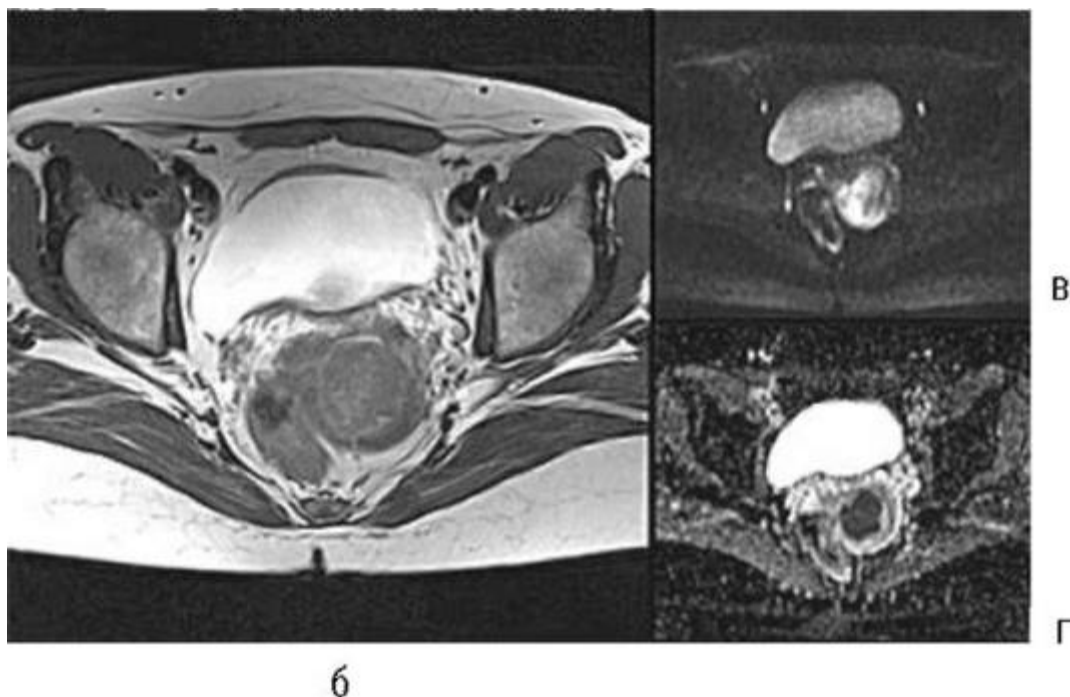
Окончание. б - Т2-взвешенное изображение в аксиальной плоскости, стрелкой показана опухоль, границы опухоли не видны, что затрудняет стадирование; в и г - диффузионно-взвешенные изображения, из-за высокой клеточной плотности опухоль хорошо видна (стрелки), четко визуализируются ее границы и степень инвазии тканей шейки)
